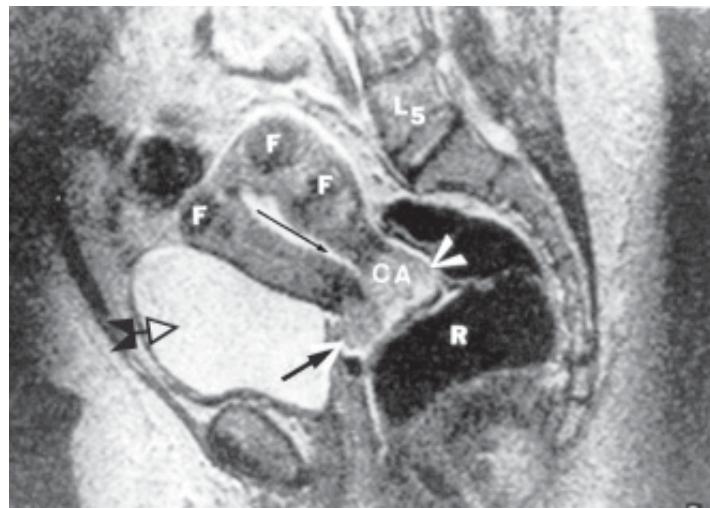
ЯМР-томографія у пацієнтки з раком шийки матки (СА — пухлина шийки матки; R — rectum; F — міоматозні вузли; L₅ — п'ятий поперековий хребець)
